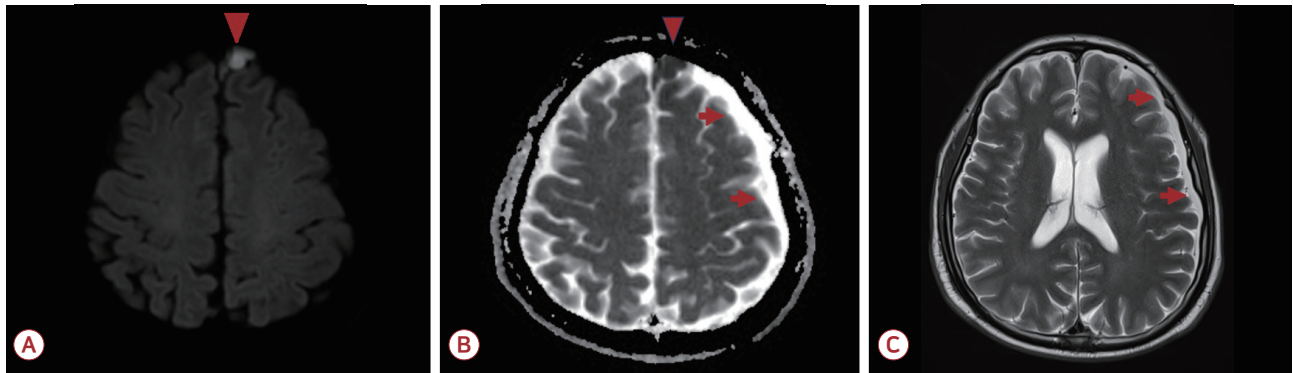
Brain MRI conducted to evaluate the cause of status epilepticus. (A) In the DWI and (B) the ADC maps, hyperintense signals (arrowhead) and hypointense signals (arrowhead) were observed. At that time, stroke was considered a potential cause of the status epilepticus. (B) Furthermore, hyperintense signals (arrows) were suspected along the left cerebral hemisphere on ADC maps and (C) T2-weighted image. MRI; magnetic resonance imaging, DWI; diffusion-weighted image, ADC; apparent diffusion coefficient.
